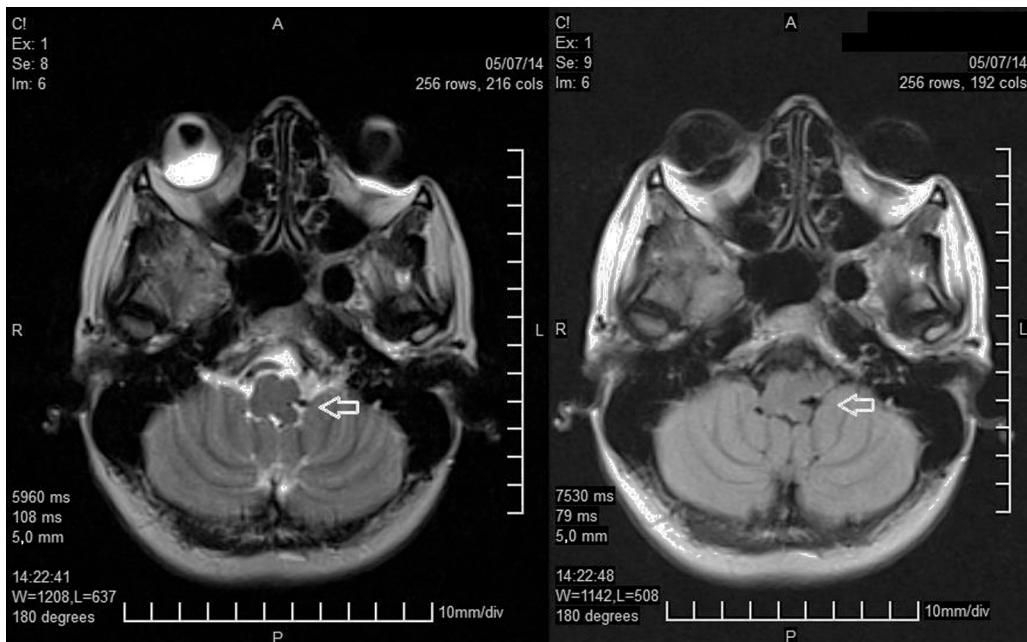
RMN: T2 axial (izquierda) y FLAIR axial (derecha). Arteria vertebral izquierda (T2) atrapada entre el cerebelo y la médula oblonga, en una hendidura a nivel de la fisura retro-olivar.
